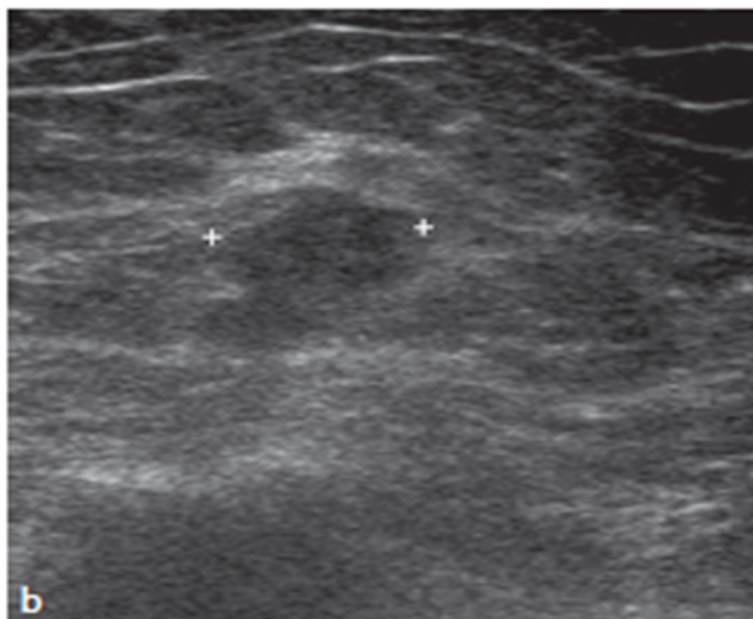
Échographie mammaire : Masse hypoéchogène discrètement hétérogène avec des contours circonscrits sur son bord postérieur.
